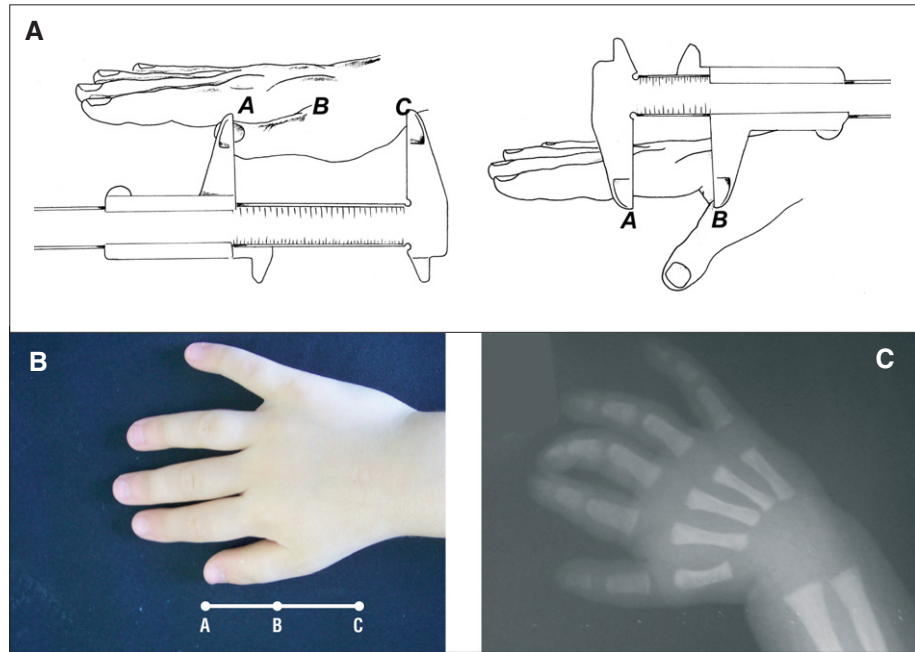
A) Índice de emplazamiento del pulgar. Se calcula mediante el cociente de distancias AB/AC. B) Medición de las distancias AB y AC en el paciente. C) Radiografía de la mano del paciente que muestra el emplazamiento distal del pulgar.
